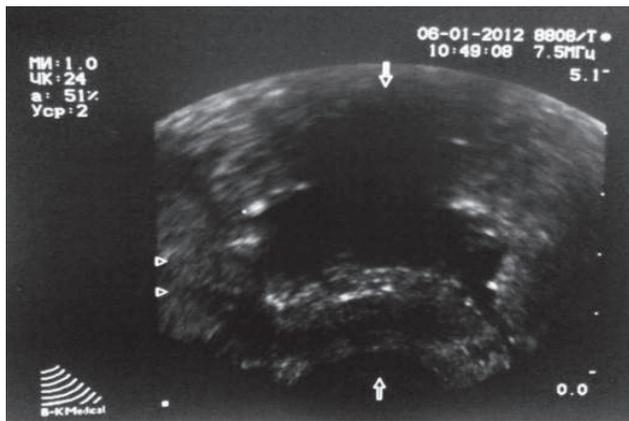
ТРУЗИ предстательной железы до операции. 1 этап исследования: оценка объема и структуры предстательной железы до операции
